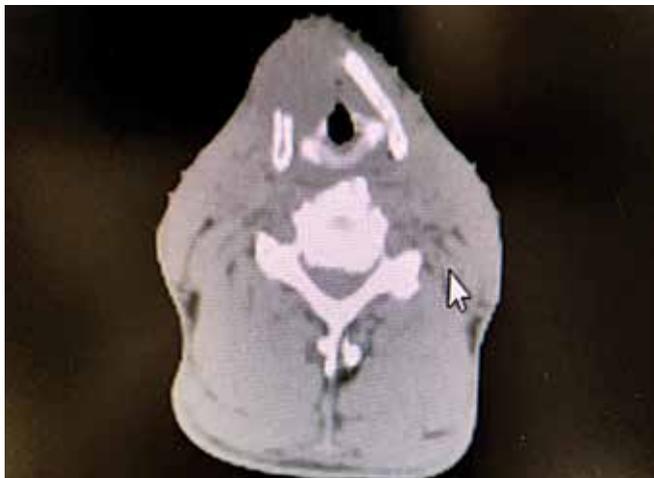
Компьютерная томография головы и шеи от октября 2021 г.
